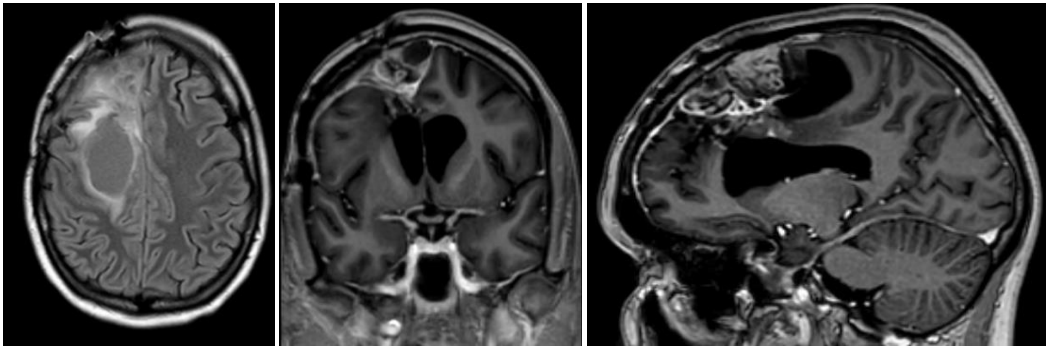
МРТ головного мозга пациентки В-вой. через 4,5 мес. после оперативного вмешательства (перед третьей операцией)
